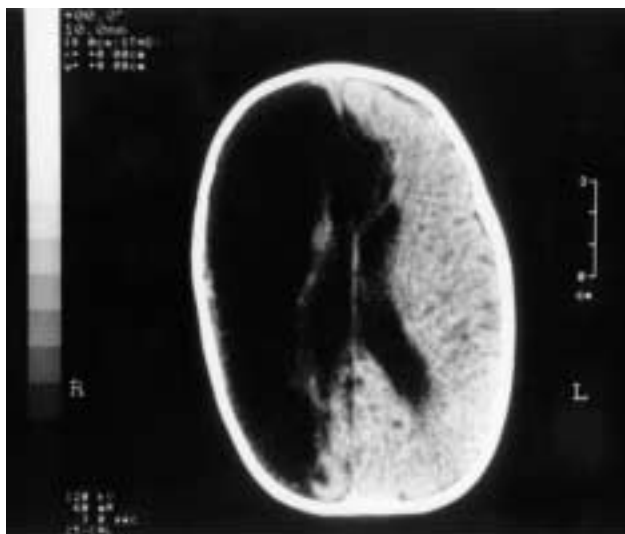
TAC con amplia lesión derecha.
